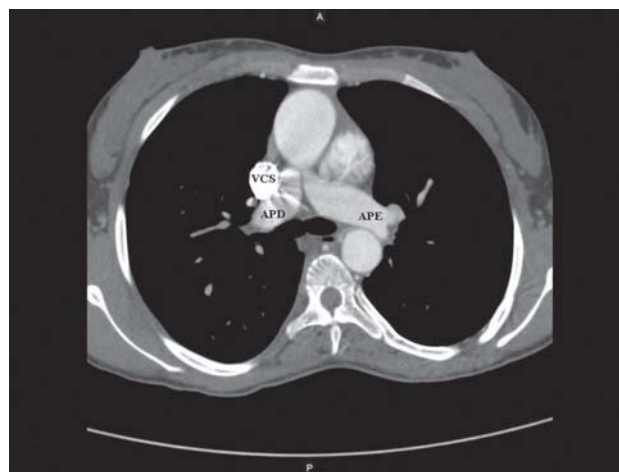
Corte axial da tomografia computadorizada de múltiplos detectores demonstrando APD com diâmetro adequado. APD: artéria pulmonar direita, APE: artéria pulmonar esquerda, VCS: veia cava superior
